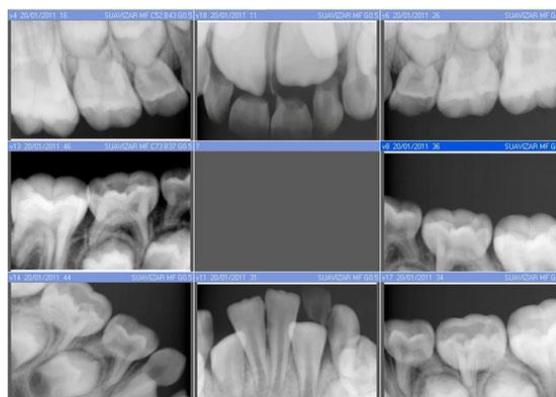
Juego de Radiografía panorámica en paciente pediátrico.
